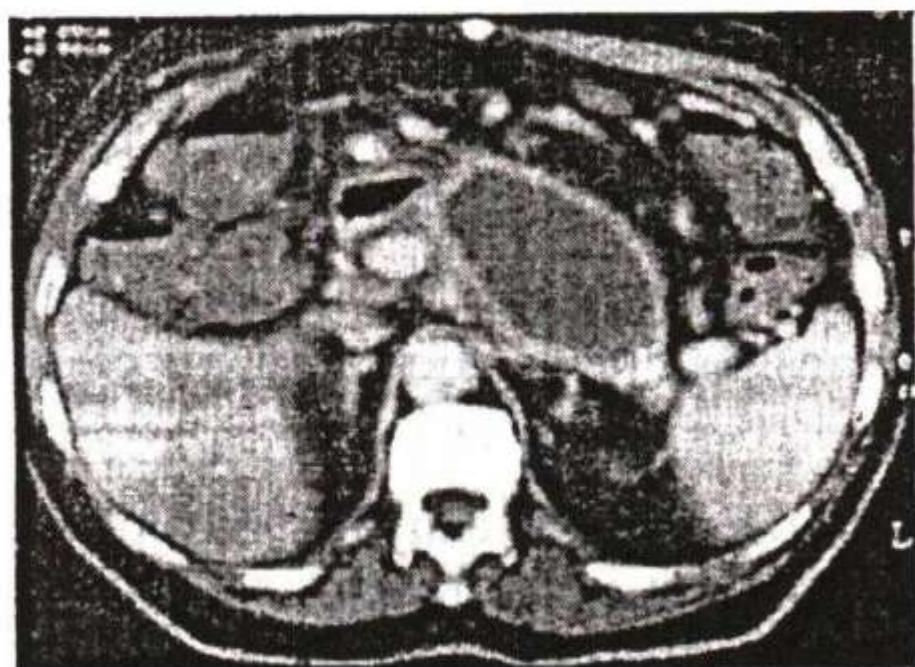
Hình ảnh của nang giả tụy trên CT (hình 1):
